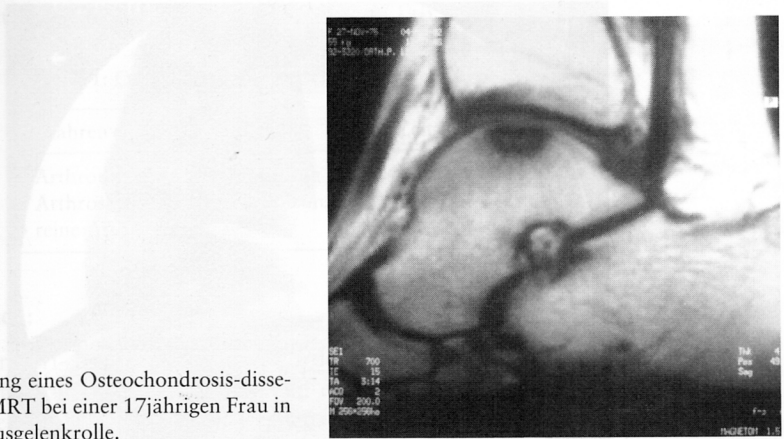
Darstellung eines Osteochondrosis-dissecans-Herdes im MRT bei einer 17-jährigen Frau in der medialen Talusgelenkrolle.
